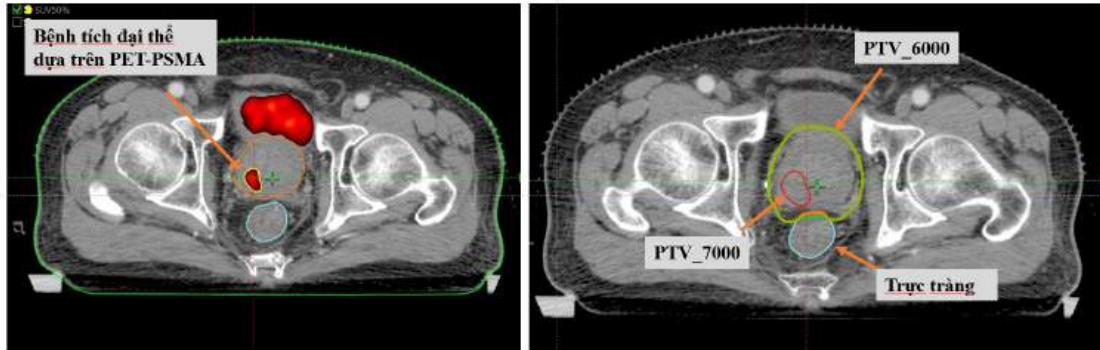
Hình ảnh thể tích u đại thể tăng chuyển hóa nhất trên phim chụp PET-PSMA
